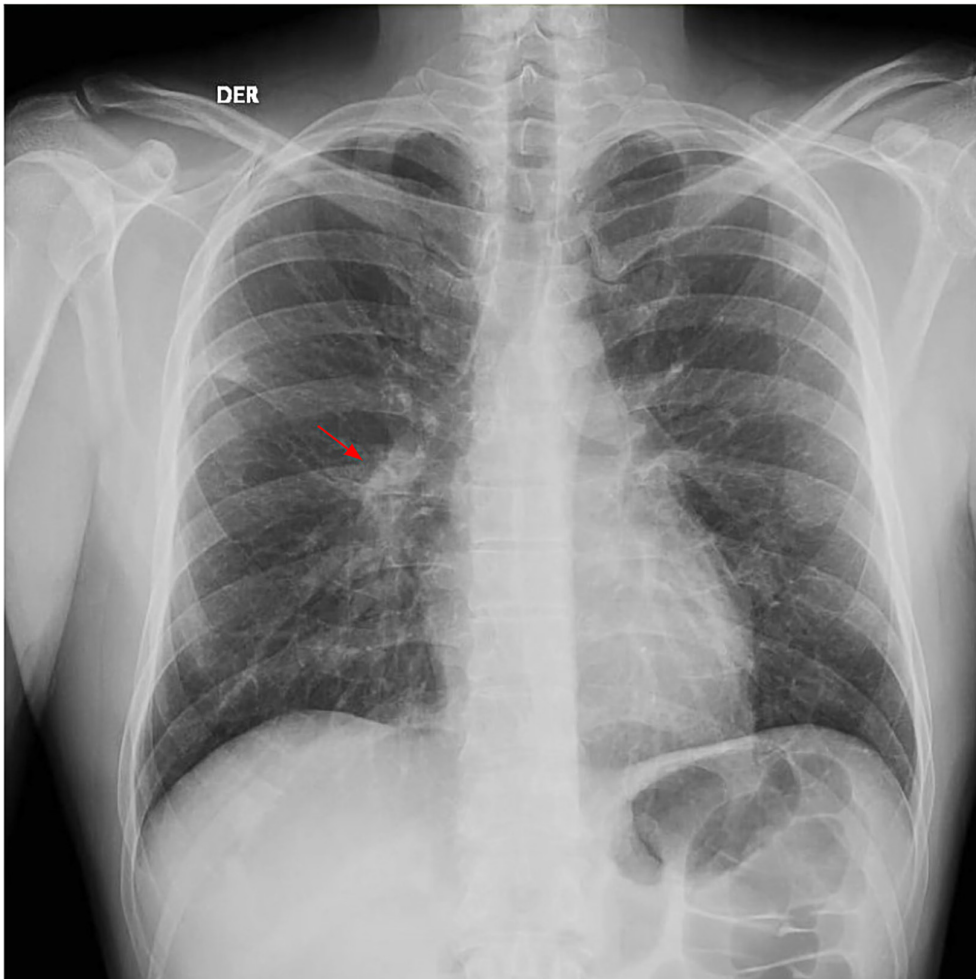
Radiografía de tórax al ingreso a urgencias donde se observa un pequeño foco neumónico por encima de la cisura menor derecha (flecha roja), sin lesiones líticas ni blásticas.
